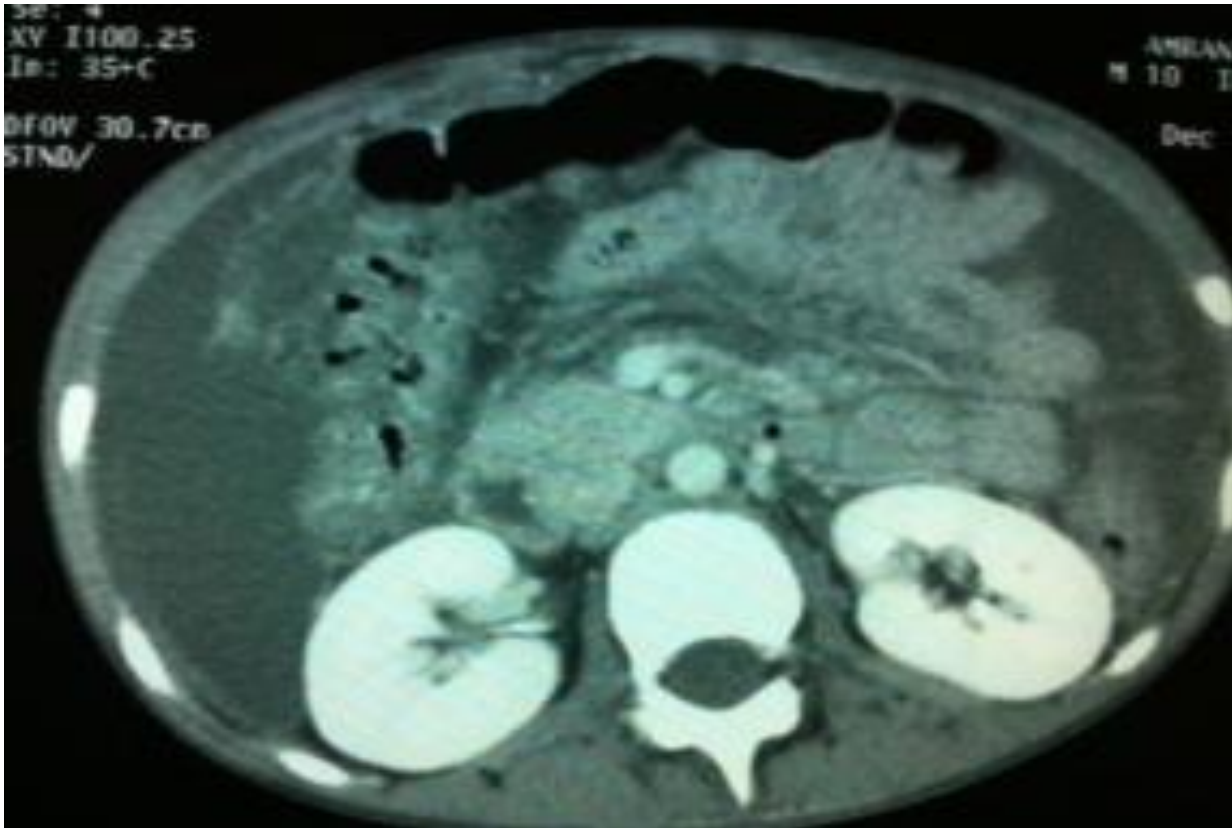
TDM abdominale de contrôle objectivant une majoration de l'épanchement et une régression de la collection pancréatique.
